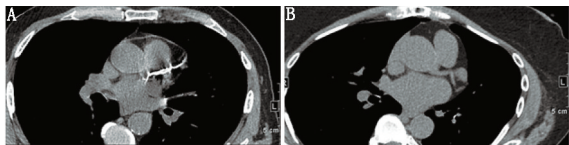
2 例患者的门控心脏 CT 图像。A. 冠状动脉钙化积分 3 281 分,患者男性,70 岁,既往吸烟,有冠状动脉粥样硬化性心脏病(简称冠心病)家族史,氨水灌注扫描证实下壁中段及远段存在中度的局部缺血,由于钙化积分很高,缺血的程度可能被低估,患者射血分数 76%,负荷心电图显示,在 II 和 avF 导联中有明显的 ST 段压低;B. 冠状动脉钙化积分 0 分,患者女性,69 岁,有重症肌无力家族史,其症状表现为运动时呼吸困难和胸痛加重,既往有肾细胞癌和高血压病史
